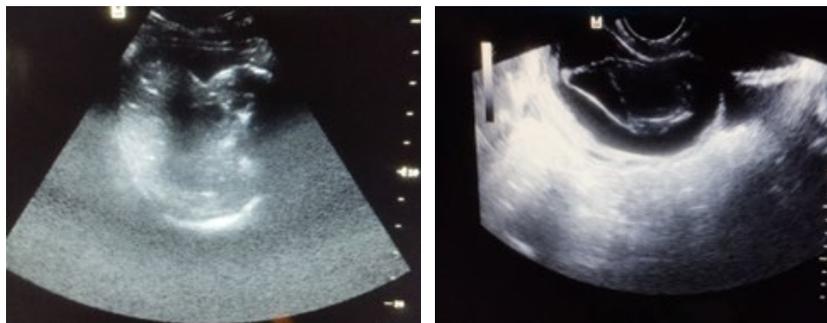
POCUS (*point-of-care ultrasound*) pélvico que denota tumor ovárico derecho. En la imagen de la derecha se presenta una ecografía transvaginal en la que se observa líquido libre en cavidad y tumor de ovario derecho.
